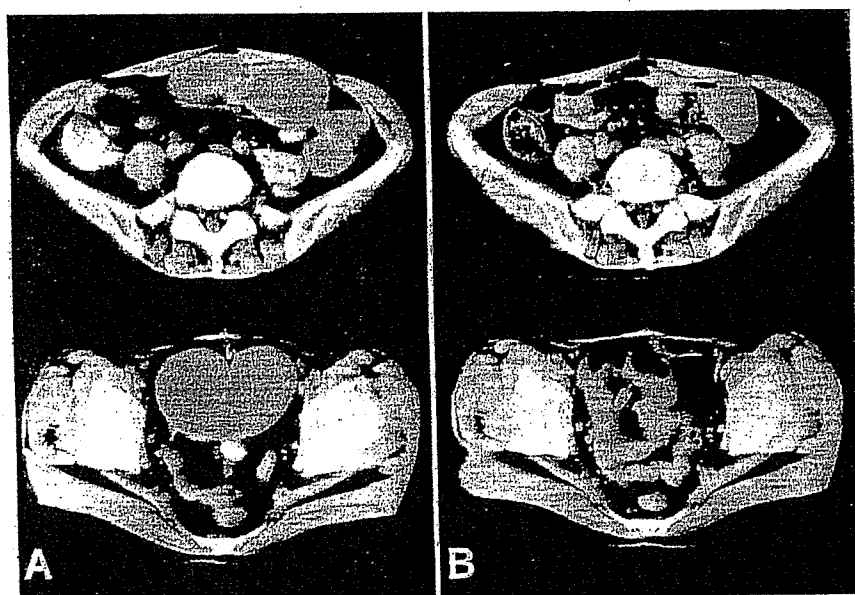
CT prior to chemohyperthermia with intermittent FP therapy shows distension of both the intestine and rectum.
